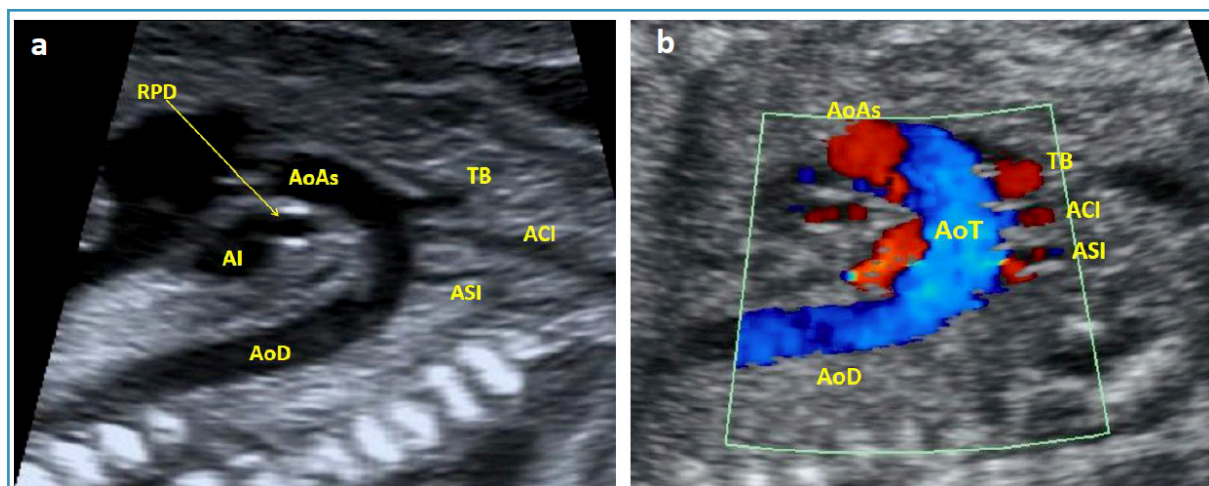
a. Corte del arco aórtico. Más cerrado y posterior que el ductal y de su porción superior se originan los tres troncos supraaórticos: TB: tronco braquiocefálico. ACI: arteria carótida común izquierda. ASI: arteria subclavia izquierda. AI: aurícula izquierda. AoAs: aorta ascendente. AoD: aorta descendente. RPD: rama pulmonar derecha. b. Arco aórtico con Doppler color que permite evaluar la integridad del arco, su permeabilidad y la dirección del flujo (antegrado, normal). AoT: aorta transversa. AoD: aorta descendente.
